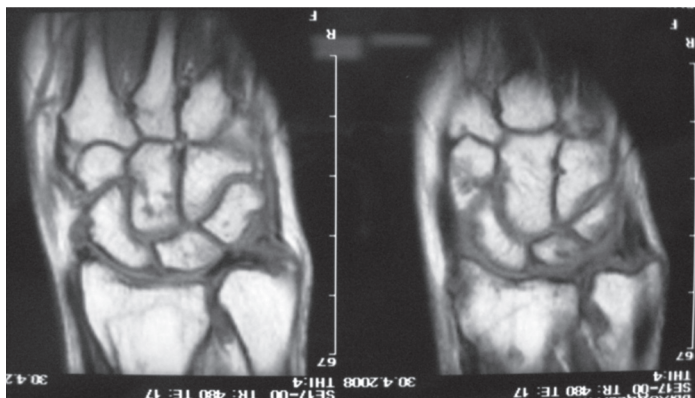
МРТ при поступлении.
